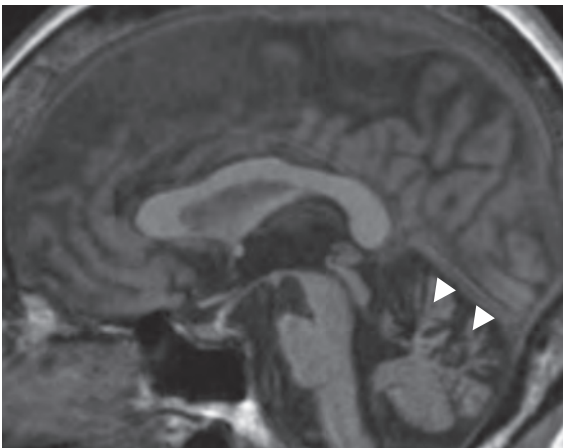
頭部MRI画像（FLAIR）：小脳虫部上部の高度萎縮，小脳半球萎縮および小脳脚の高信号を認めた。
